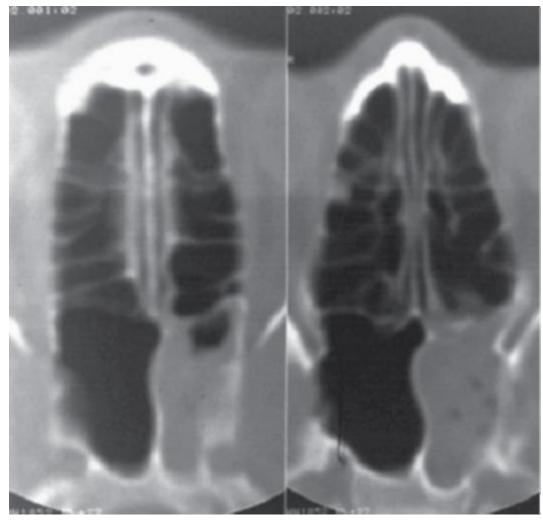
Компьютерная томограмма при остром сфеноидите Особенности синуситов у детей
